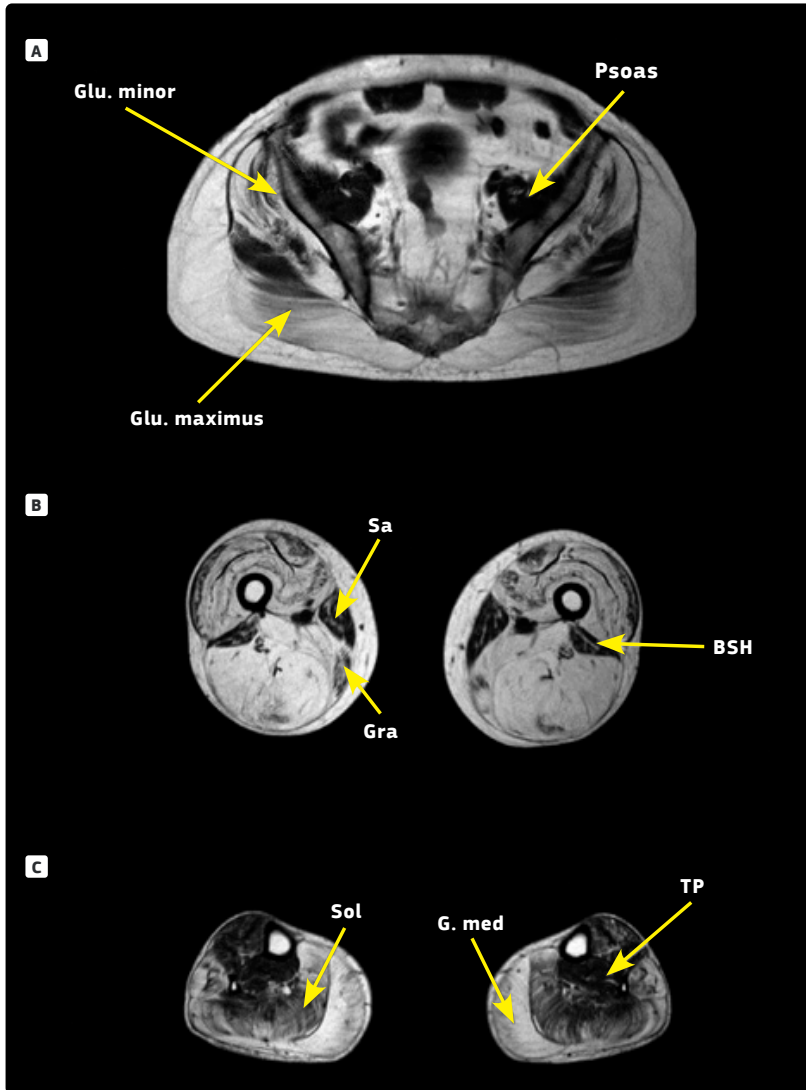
RM muscular de un paciente con BMD.
